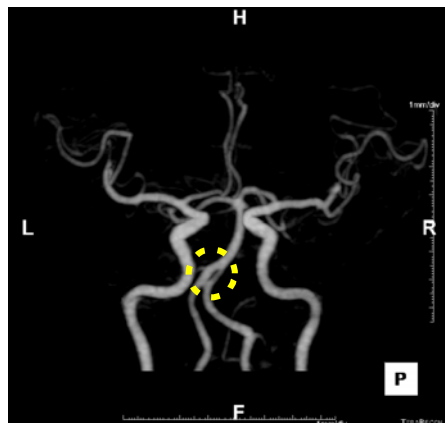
2016.08.30 Computed tomography angiography.
